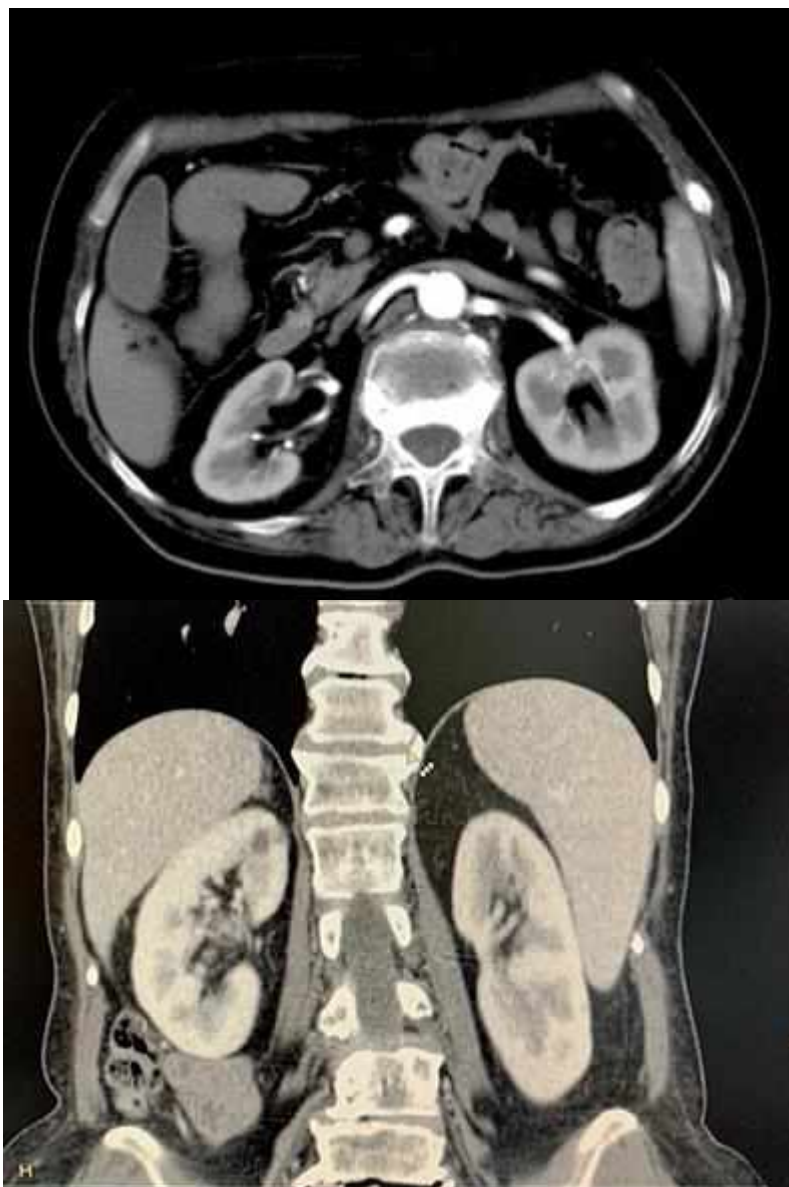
Компьютерная томография.
